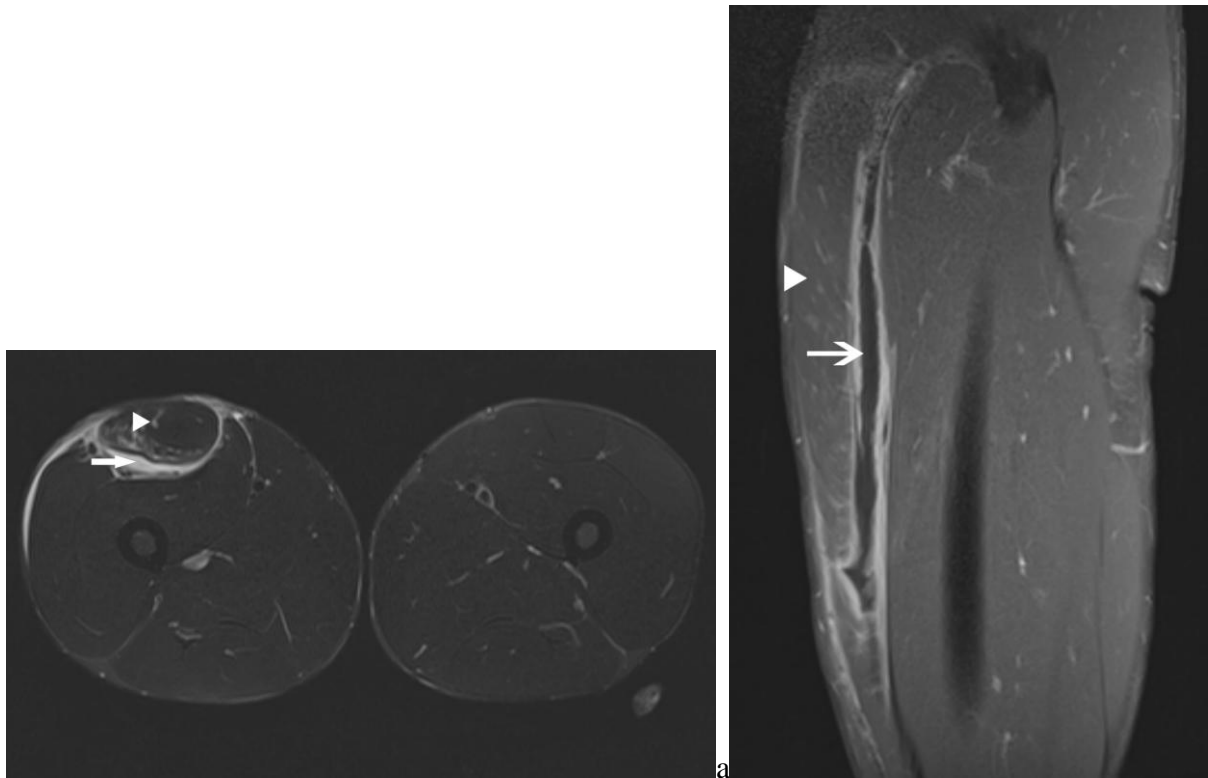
IRM en séquences axiale T2 FS (a) et sagittale T1 (b) avec injection de gadolinium et saturation du signal de la graisse de la cuisse droite.
